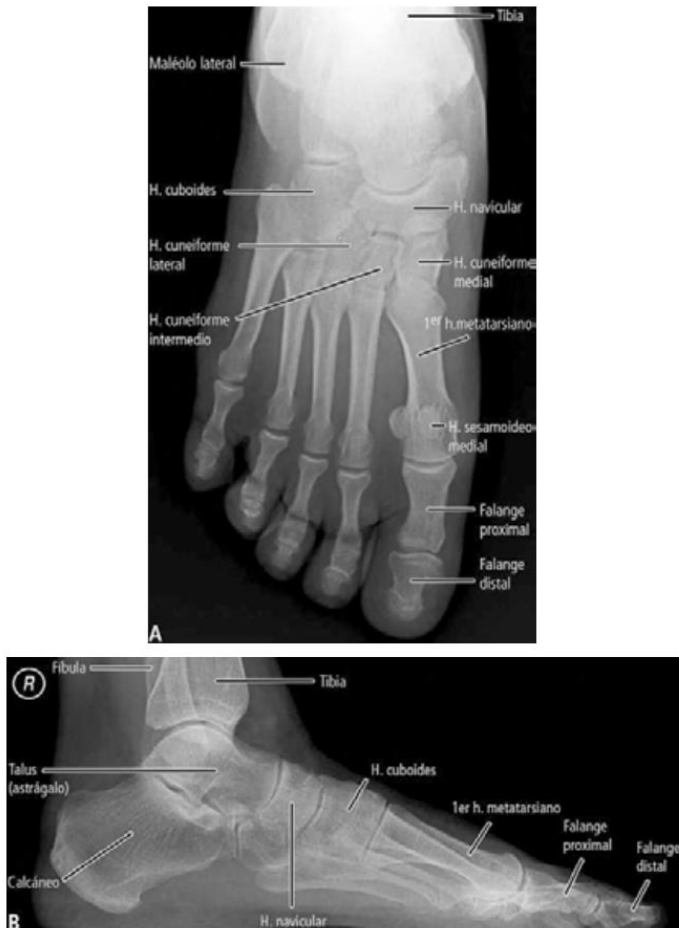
A. Radiografía dorsoplantar del pie. Se observan las interlíneas articulares del tarso anterior, los metatarsianos y los dedos. B. Radiografía lateral del pie en apoyo plantar. Se observan la articulación tibiotarsiana, el tarso, el metatarso y los dedos.
